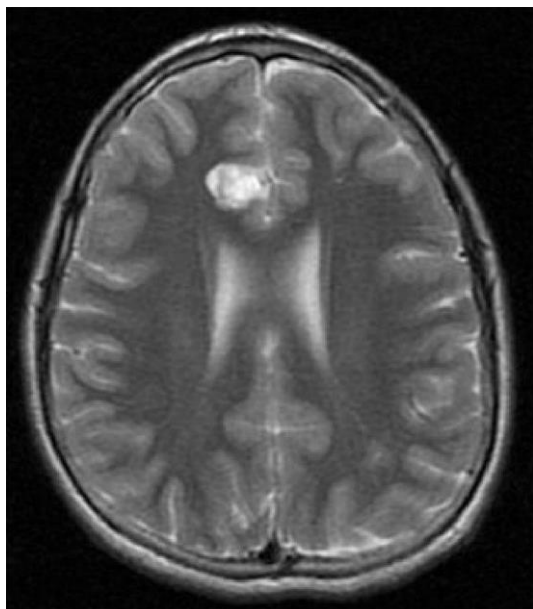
IRM cerebral: Lesión hiperintensa en secuencia T2, ubicada a nivel frontal parasagital derecho cortico-subcortical de forma oval irregular. Presenta un diámetro máximo medido de 17 mm. Informada por el Neurorradiólogo como compatible con lesión residual de encefalitis por varicela.
